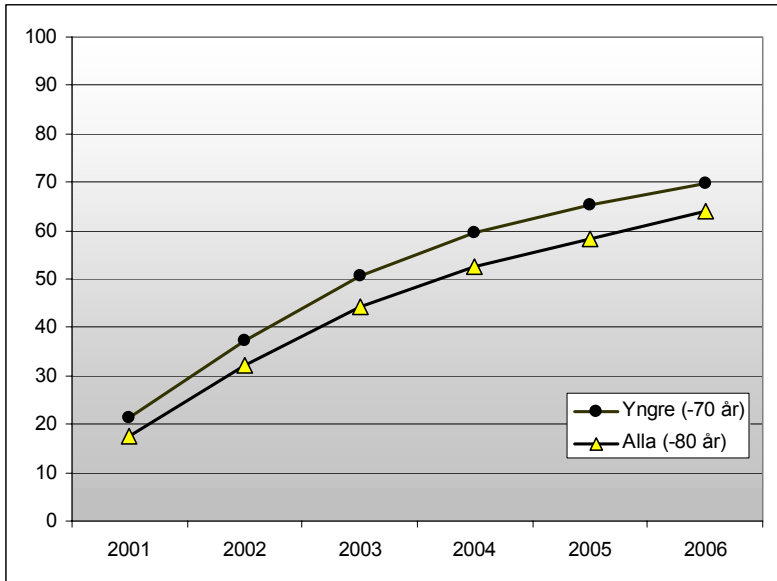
Andel patienter med instabil kranskärlssjukdom och minst 3 riskfaktorer som genomgått en kranskärlsröntgen uppdelat per år och ålder.
